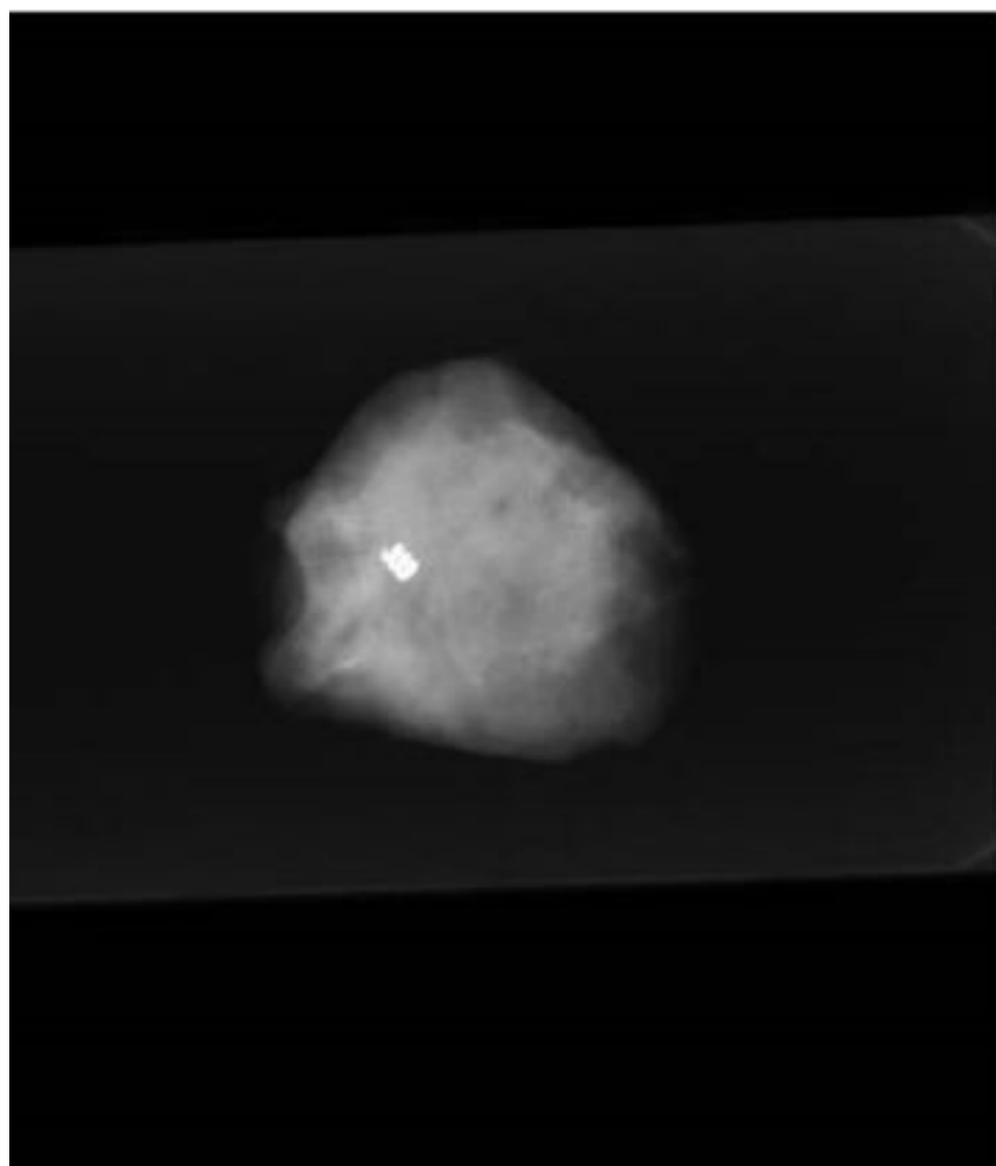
Pieza resecada y radiografía del coil.
